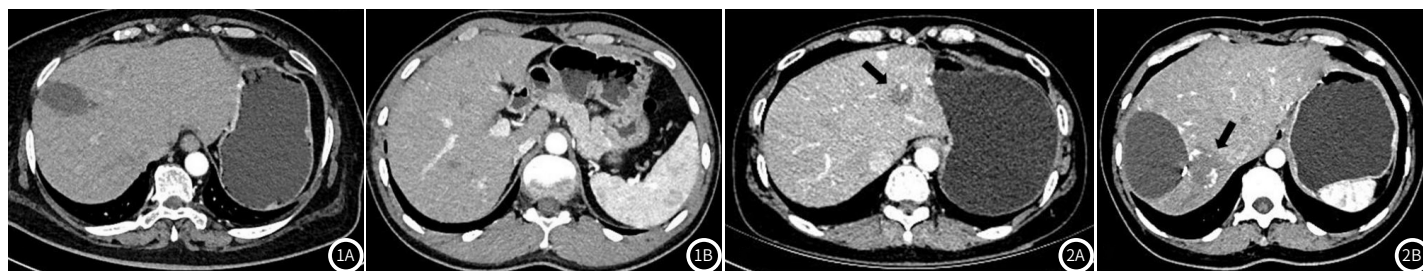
图1B 两组患者动脉期比较。所有图像均采用相同的标准腹窗设置(水平, 40 HU; 宽度, 220 HU)。图1A所示, 为A组使用常规团注追踪技术延迟固定时间所得图像。肝脏CT值为69.09HU, 噪声为17.32HU; 图1B所示, 为B组使用人工智能触发技术所得图像。肝脏CT值为84.69HU, 噪声为19.09HU。
